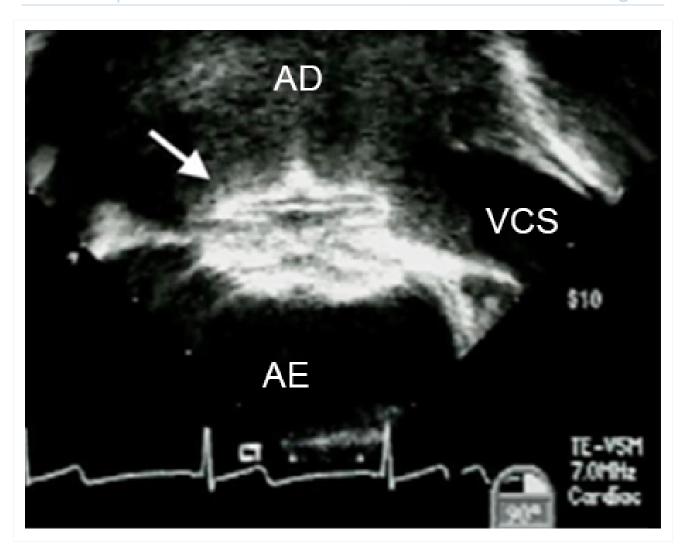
Imagem de ecocardiografia transesofágica de um dispositivo de oclusão de defeito do septo atrial (DSA) (seta). AE: átrio esquerdo; AD: átrio direito; VCS: veia cava superior
